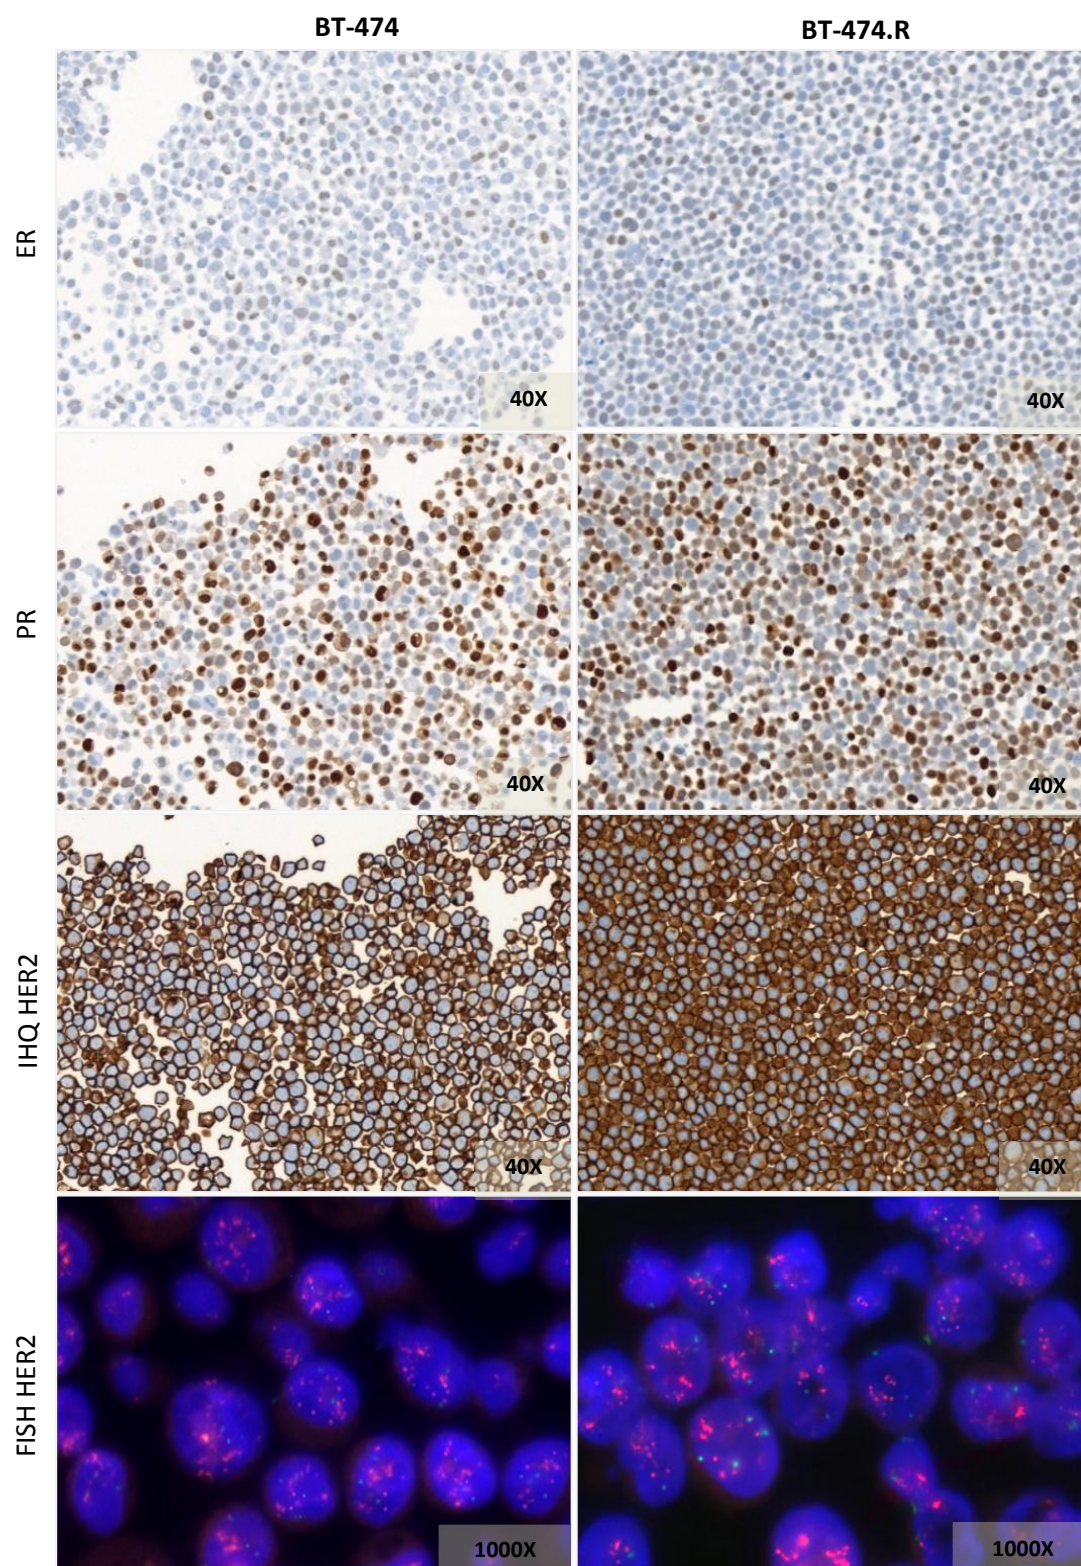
Caracterización de las líneas celulares BT-474 y BT-474.R mediante IHQ y FISH. Detección mediante IHQ de la expresión de RE, RP y HER2, y detección de amplificación del HER2 mediante FISH. Las poblaciones sensible y resistente de esta línea celular no mostraron cambios en la expresión de las proteínas estudiadas.
